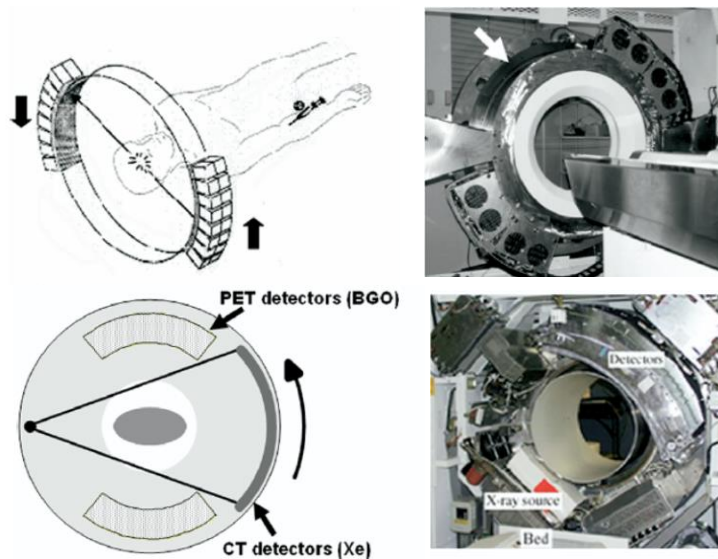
Desarrollo de la PET/TC. Fuente: Townsend. Combined Positron Emission Tomography-Computed Tomography: The Historical Perspective. Semin Ultrasound CT MRI 29:232-235. 2008
